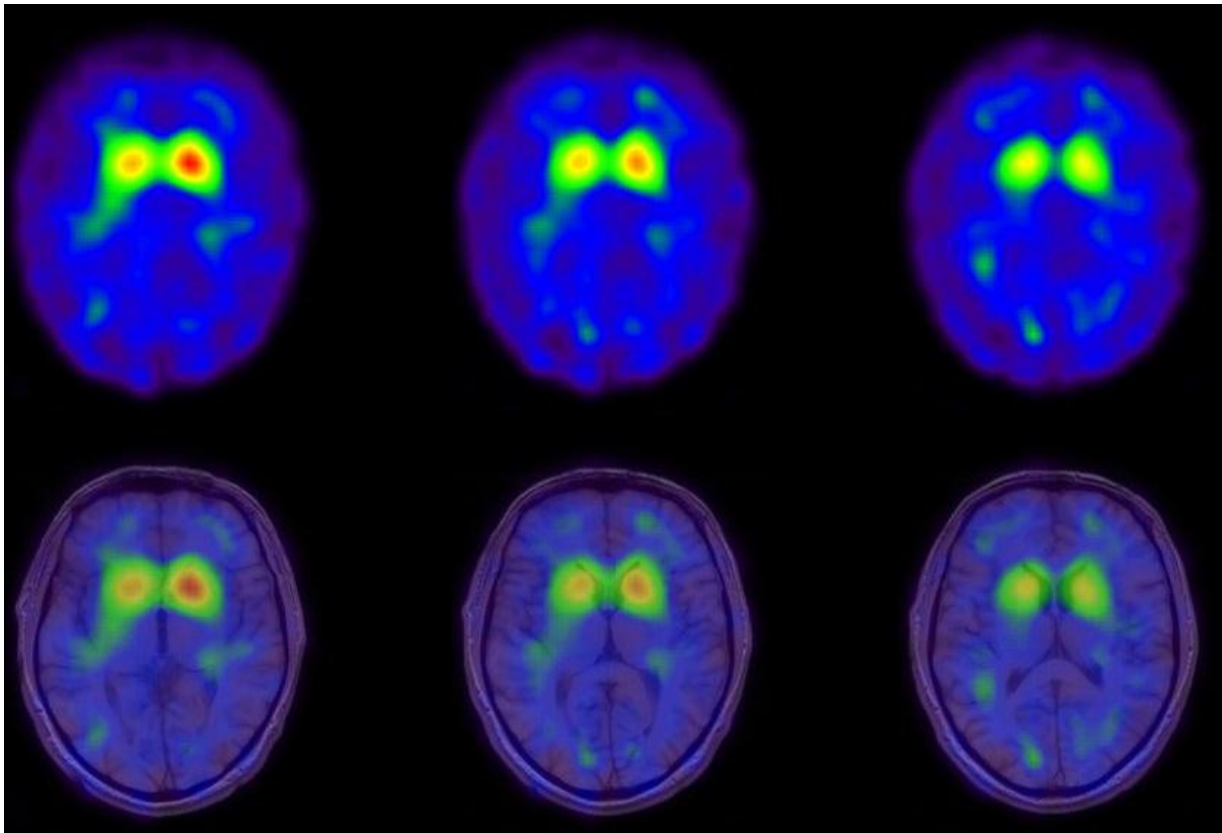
Drei zusammenhängende Transversalschnitte einer FP-CIT-SPECT und anatomische Darstellung durch Fusion mit zugehörigem MRT-Datensatz
